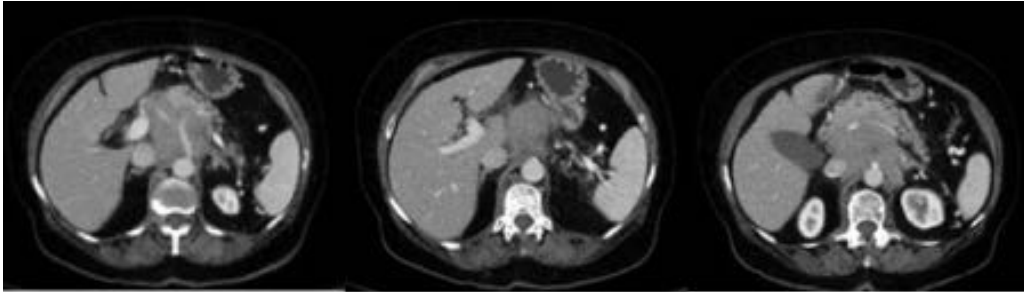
TC abdomino-pélvico con civ: aumento difuso de la glándula pancreática sobre todo del cuerpo con presencia de edema peripancreático adyacente a cuerpo y cola, así como estenosis de colédoco. No se evidencia clara masa tumoral. La anatomía patológica confirmó el diagnóstico de sospecha de pancreatitis autoinmune
